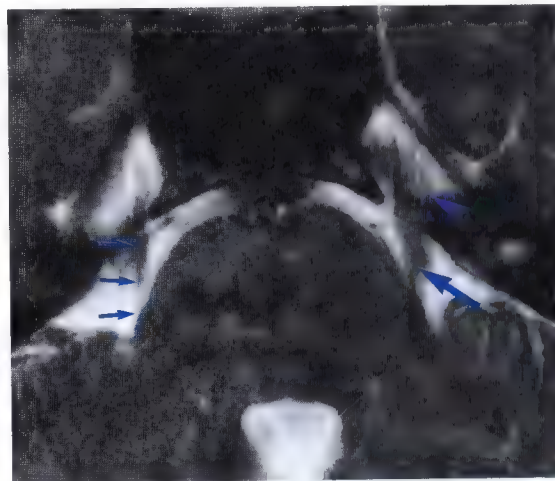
Imagerie par résonance magnétique (IRM) des nerfs trijumeaux (V) (grosse flèche), racine motrice (petites flèches) et ganglion trigéminal (V) (tête de flèche)
